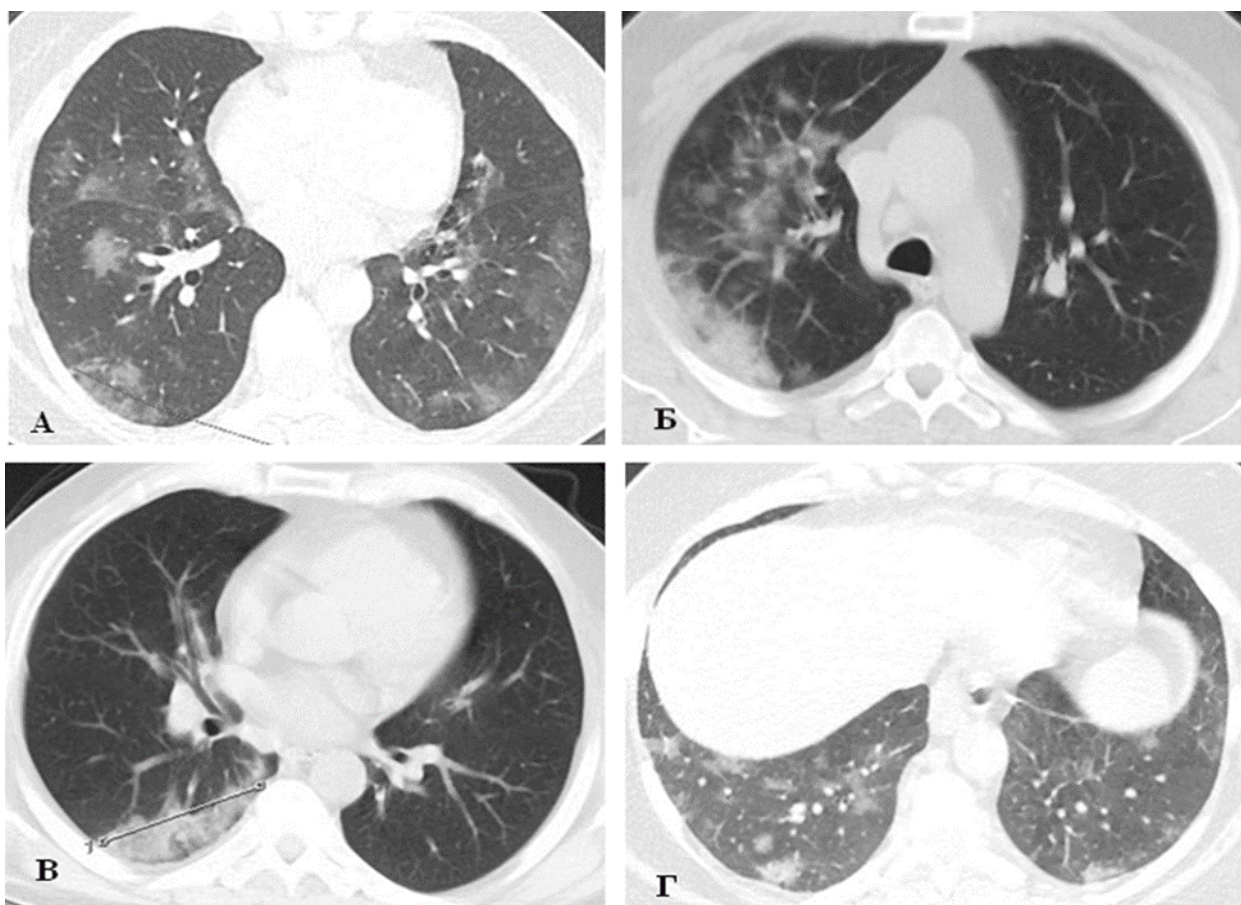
Изменения легких при COVID-19 ассоциированной пневмонии по данным компьютерной томографии: А – Участки инфильтрации по типу «матового стекла», преимущественно субплевральные; Б – Разновеликие участки инфильтрации по типу «матового стекла» с субплевральными участками консолидации; В – Обширный субплевральный инфильтрат с участками консолидации; Г – Множественные небольшие участки инфильтрации по типу «матового стекла» с очагами консолидации.
